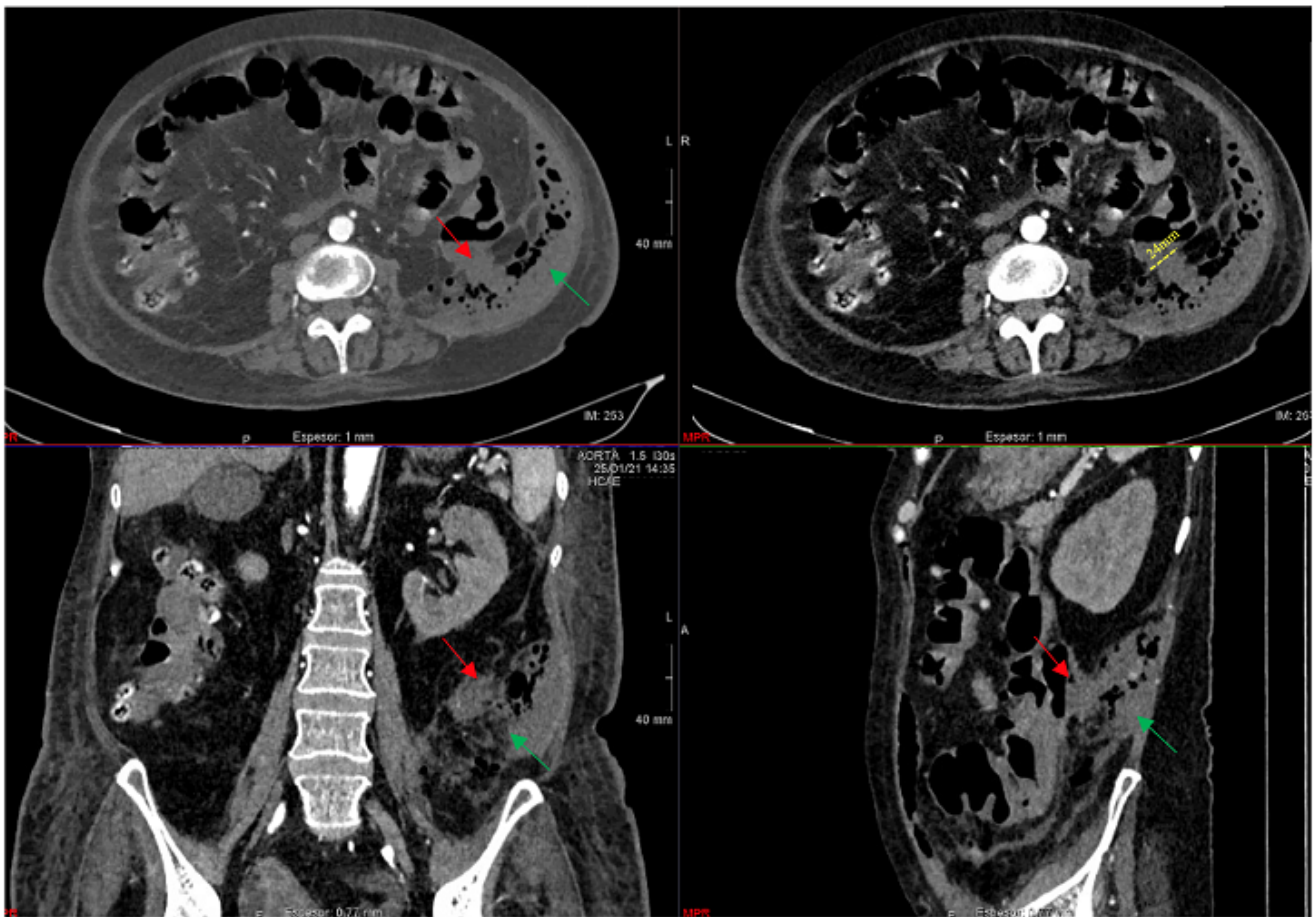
TC abdomino-pélvico con contraste IV donde se visualiza la zona sospechosa de perforación de colon izquierdo (flecha roja) y el absceso retroperitoneal izquierdo (flecha verde).
